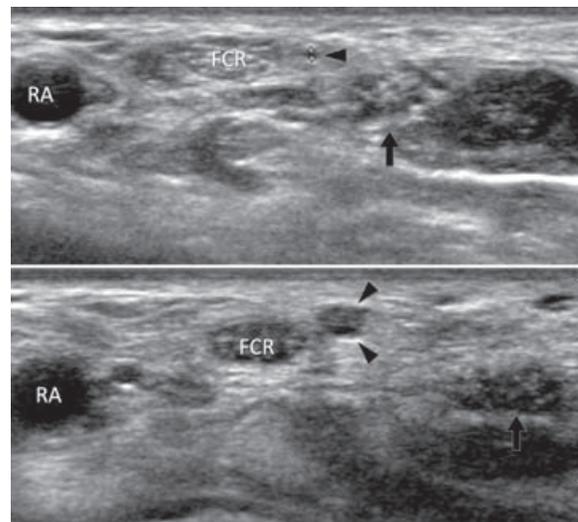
Syndrome du canal carpien. Complications postopératoires. Coupe échographique axiale montrant la section complète de la branche sensitive palmaire du NM. La coupe proximale (en haut) montre la branche normale cheminant entre le fléchisseur radial du carpe (FCR) et le NM (flèche/croix). Le diamètre de cette fine branche est estimé à 0,7 mm. Une coupe plus distale (en bas) montre le gonflement hypoéchogène de cette branche due à la présence d'un névrome traumatique. RA artère radiale
